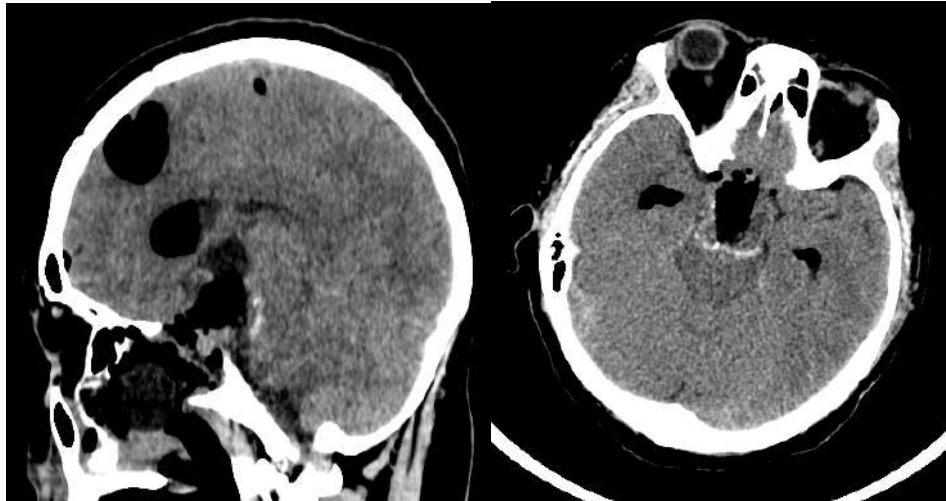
Серія МСКТ-зображень голови, що виконані в 1 добу після проведення оперативного втручання.
